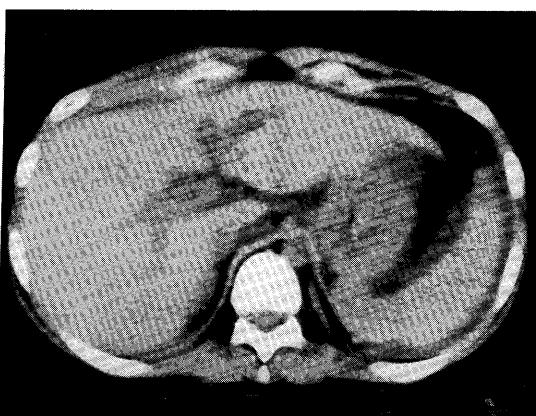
CT scan performed four weeks after radiotherapy shows no space occupying lesion in the liver.
